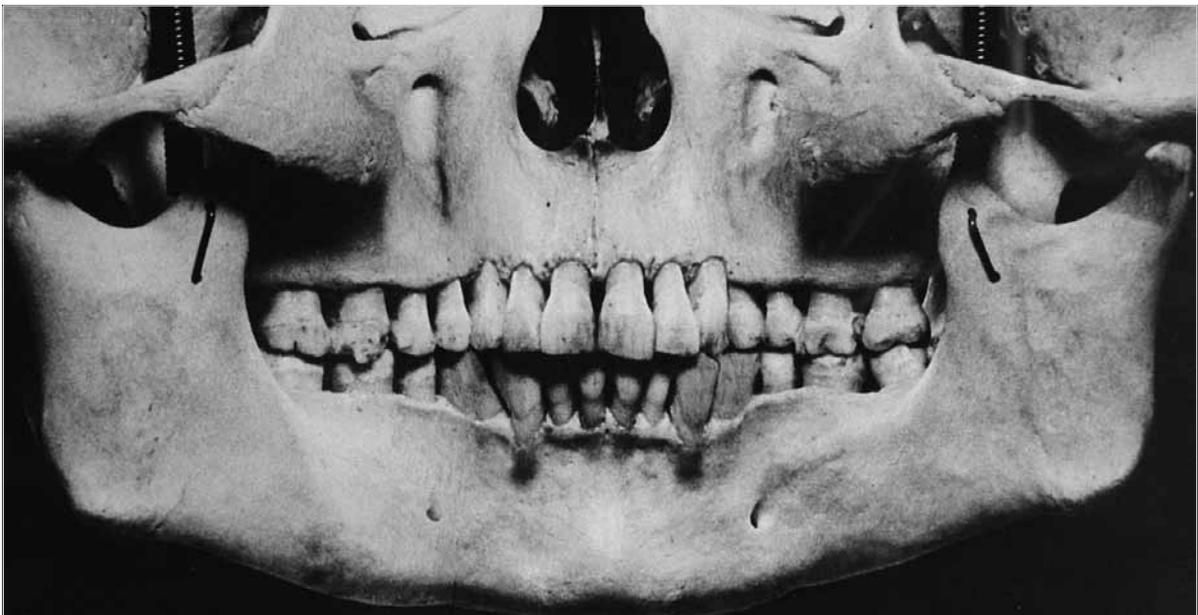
Orthopantomogramm-Fotomontage nach Pasler.
